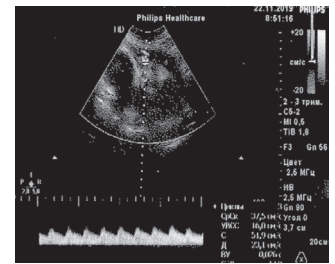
破水后56天超声数据（11/22/2019），羊膜指数9毫米
